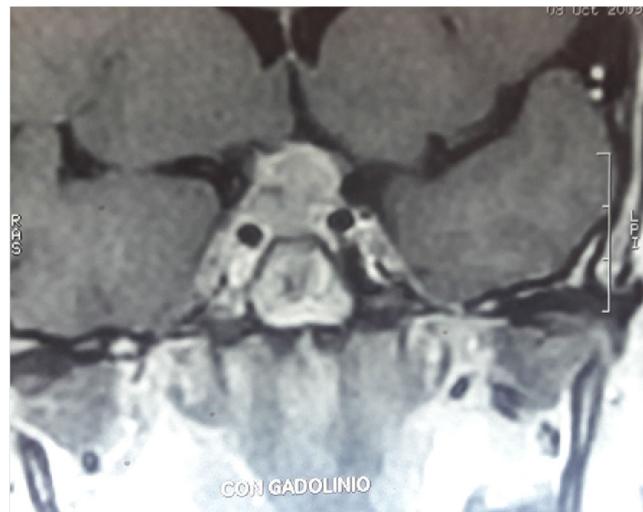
RM selar, corte coronal. Persistencia de la imagen en T1 heterogénea.
